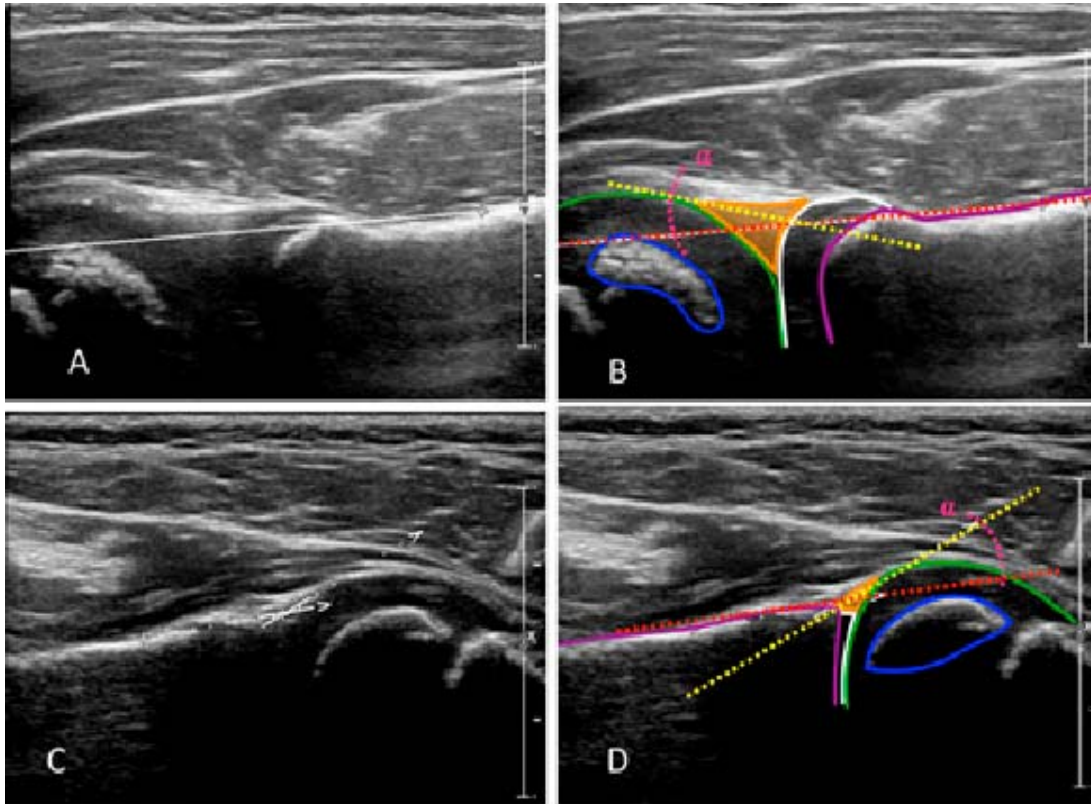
Ecografía comparativa de hombro en niño de 4 años. A y B. Hombro izquierdo normal. C y D, lado derecho con POB. Se observa mayor osificación de la cabeza humeral que limita la valoración. Sin embargo, se establece una adecuada relación articular y ángulo alfa normal.
